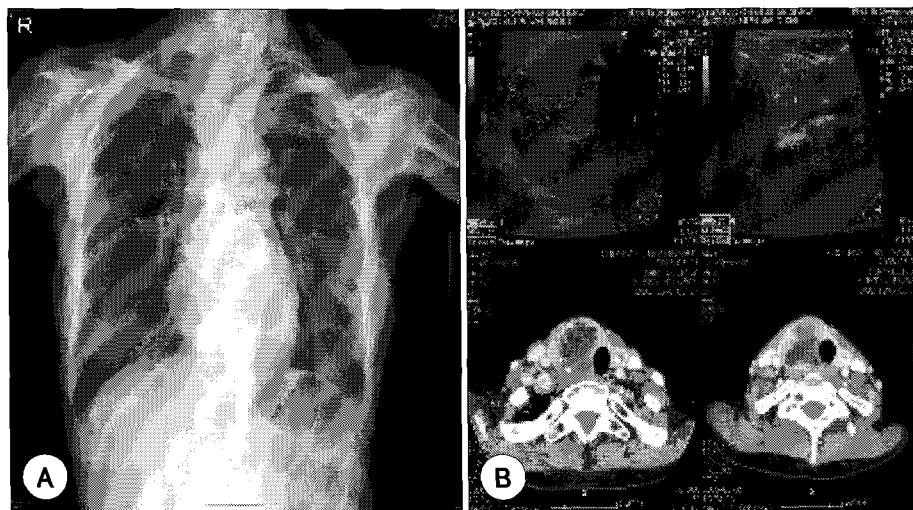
Preoperative imaging studies. A : Chest X-ray shows emphysematous change of the lung and left side displacement of the trachea. B : Thyroid U/S and neck CT scan showing huge mass lesion in the right thyroid gland and 1.5cm sized mass in the left thyroid gland.
